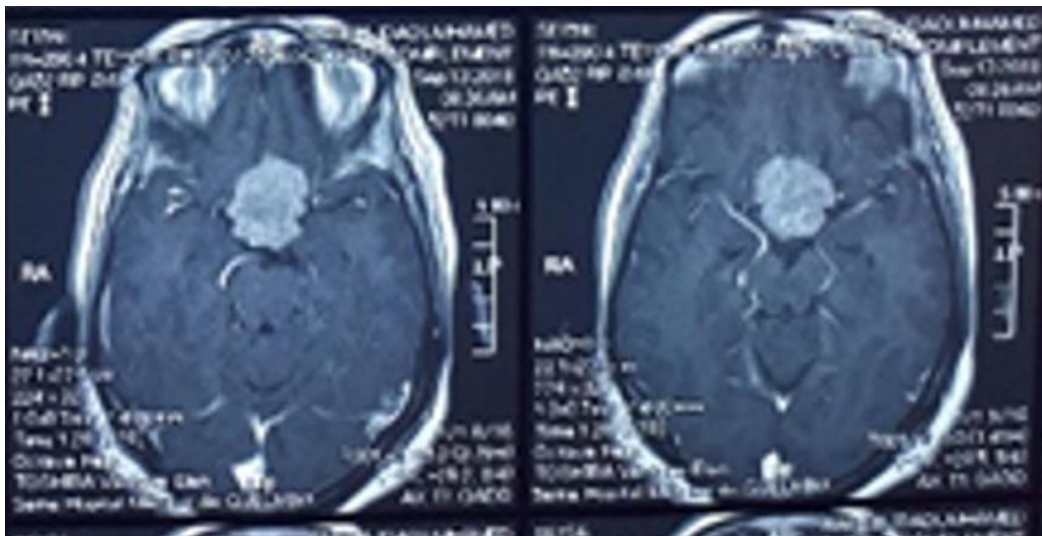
IRM cérébrale préopératoire – coupe axiale – séquence T1 après injection, objectivant l’extension médiane de la lésion suprasellaire avec effet de masse sur les structures opto-chiasmatiques.
